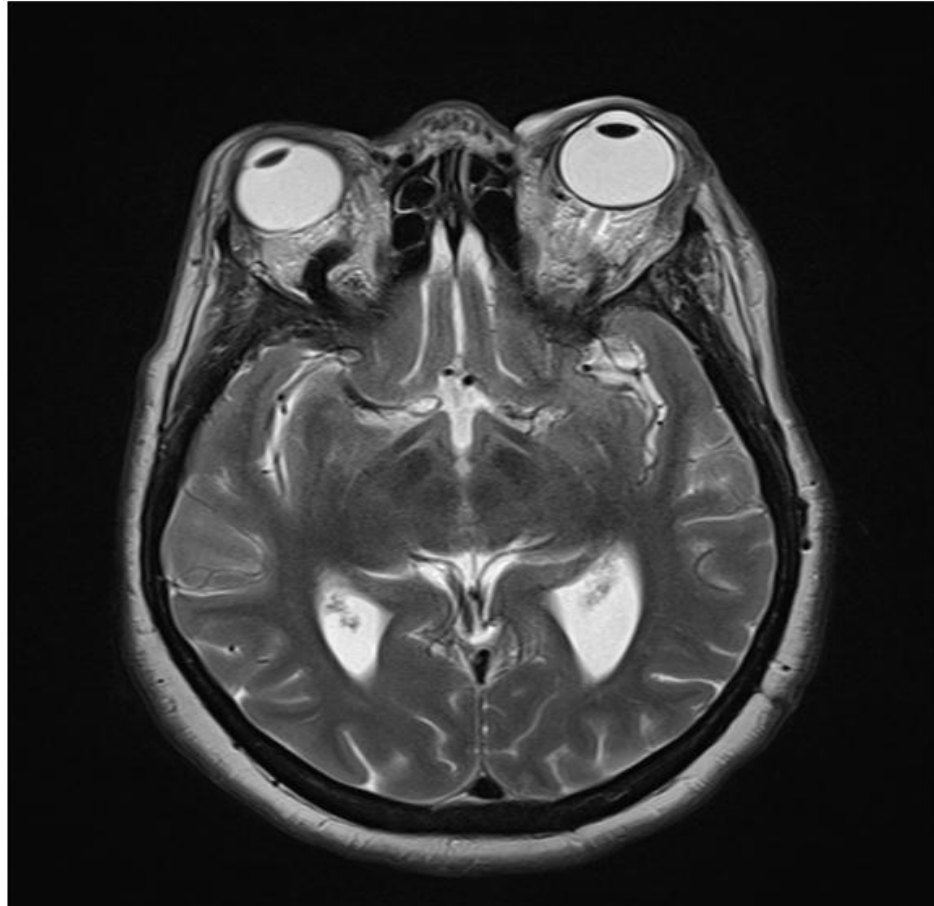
IRM en séquence pondérée T2 : coupe axiale montrant une dilatation de la VOS droite, moins importante à gauche.
